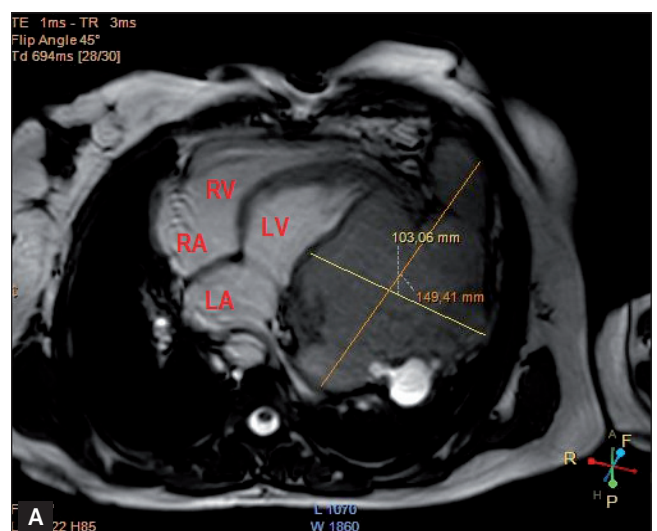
The measurement (A) of the cyst in cardiac MRI and the thinning of the LV antero-lateral wall (B).
